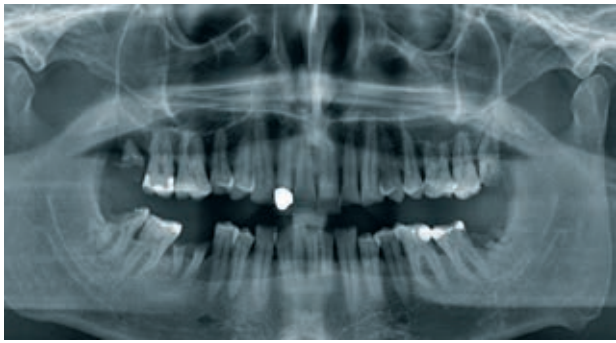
Präinterventionelle Orthopantomographie (OPT) mit Nachweis vollständig destrukturierter Zähne 18, 28, 38, 48 und 46; lediglich Wurzelreste sind vorhanden.
